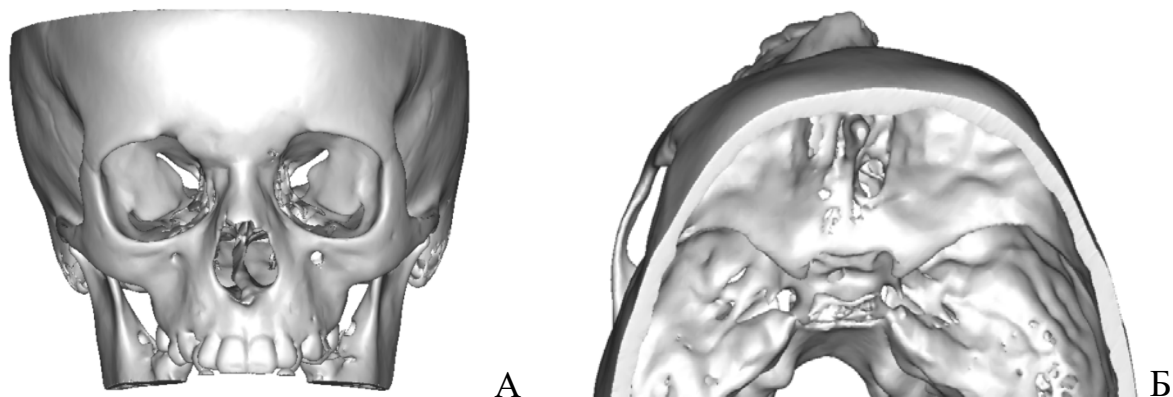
3D-КТ изображения пациента с «изолированным» посттравматическим дефектом основания черепа и базальными энцефалоцеле:
